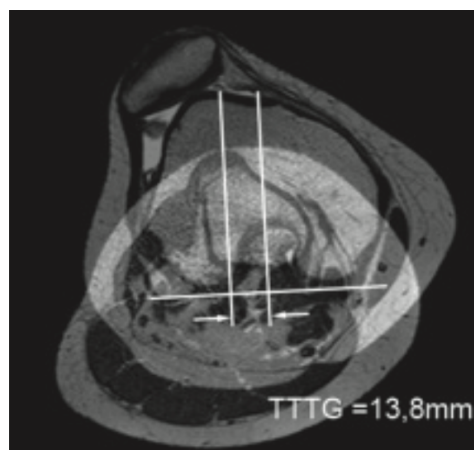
Darstellung der Bestimmung der TT-TG-Abstandes anhand eines koronaren MRT-Schnittbildes (38). Mit freundlicher Genehmigung von Herrn Dr. med. Arno Schmeling.
